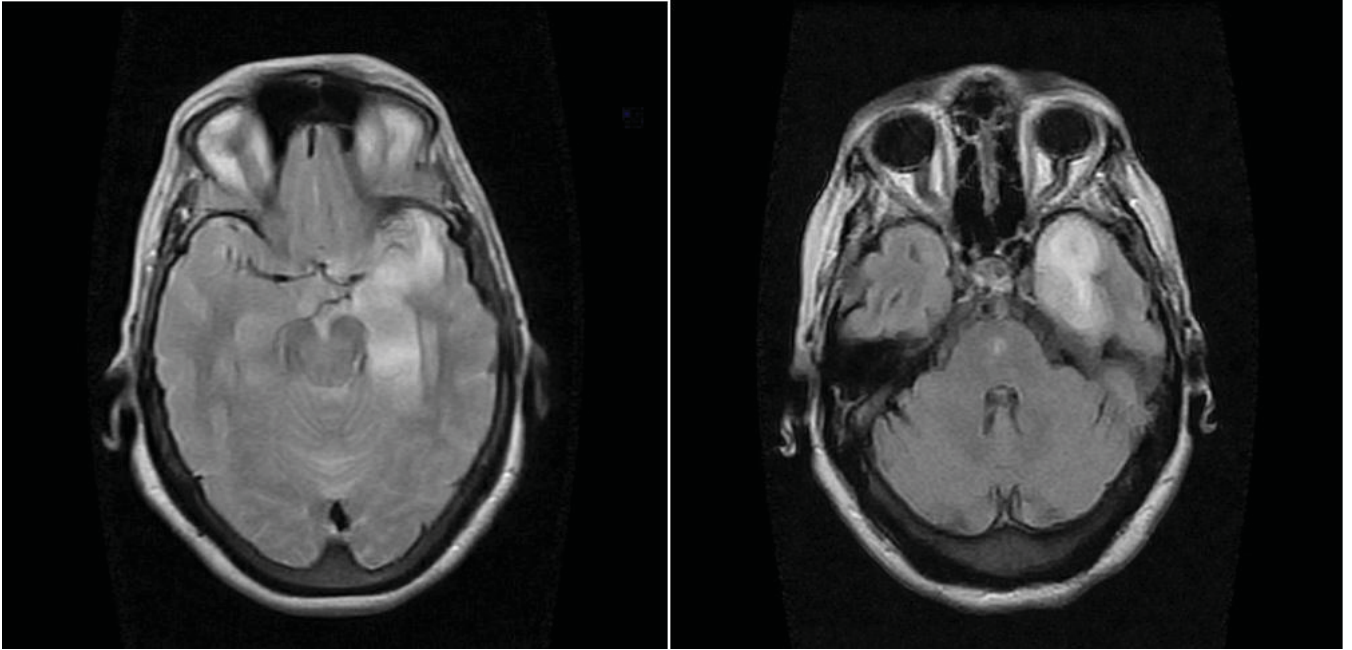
RM cerebral. Lesión hiperintensa en lóbulo temporal.
